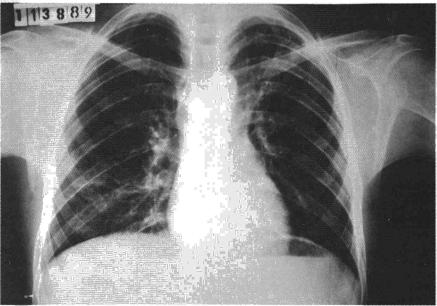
Radiografía (P.A.) de tórax del mismo enfermo de la radiografía de la figura 3, pero realizada 5 meses más tarde, y estando dicho paciente bajo tratamiento específico.
